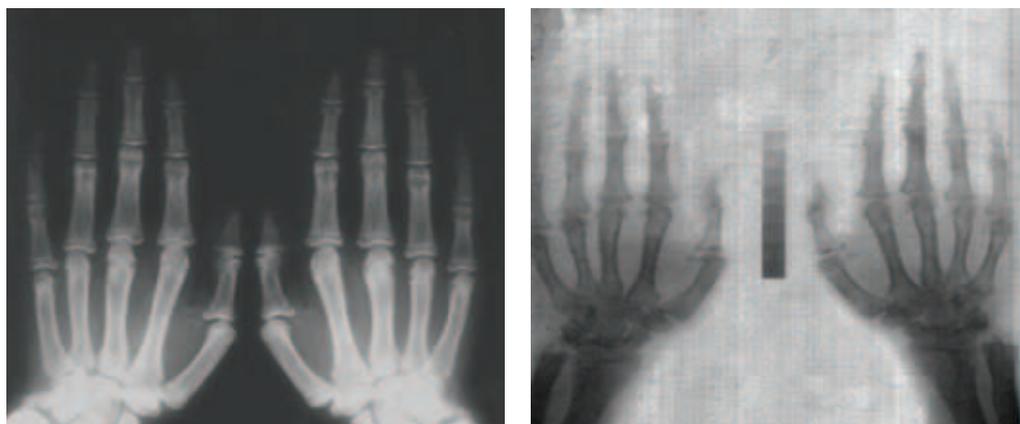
Рентгенограммы кистей пациентов с ХБП V стадии (диализ) и вторичным гиперпаратиреозом: продольная исчерченность кортикального слоя пястных и фаланговых костей, маленькие кистовидные просветления в ногтевых бугристых дистальных фаланговых костей, начало акрального остеолита и выраженная очаговая субпериостальная резорбция диафизов ряда фаланговых костей и радиальных сторон ладьевидных костей
